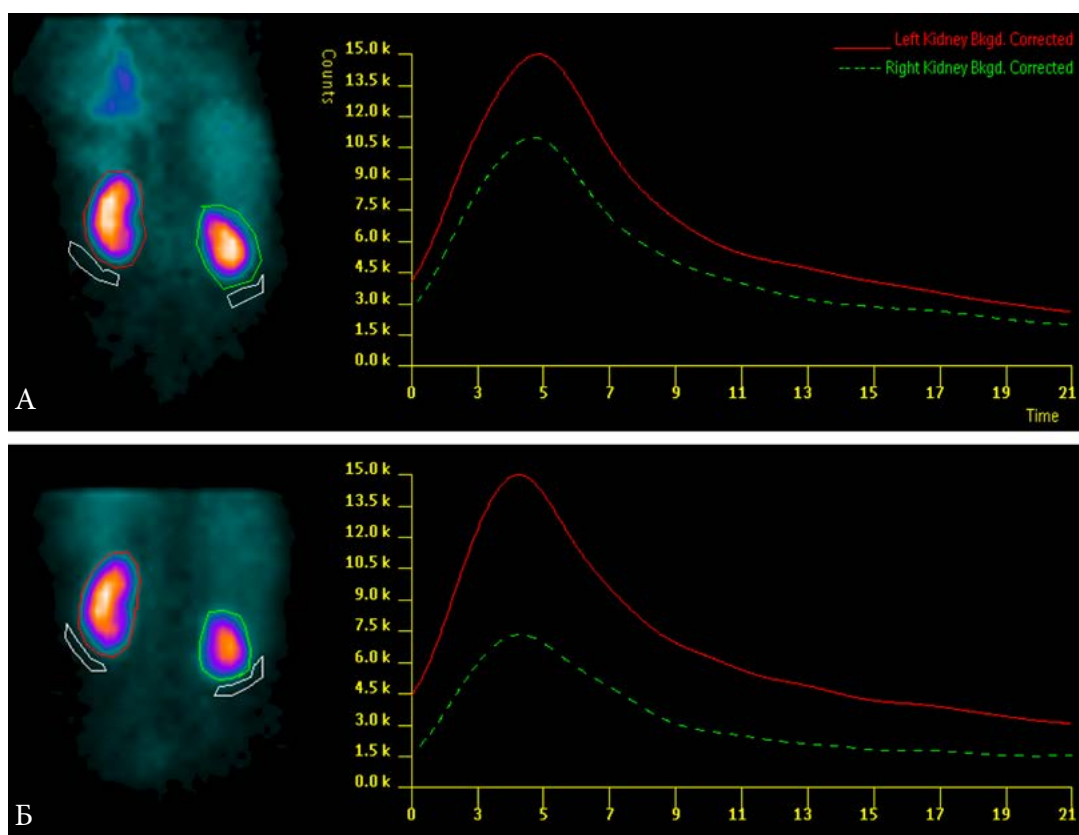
Динамическая сцинтиграфия почек, положительная проба с каптоприлом (признаки значимого стеноза правой почечной артерии). А. До введения каптоприла. Б. После введения каптоприла.
